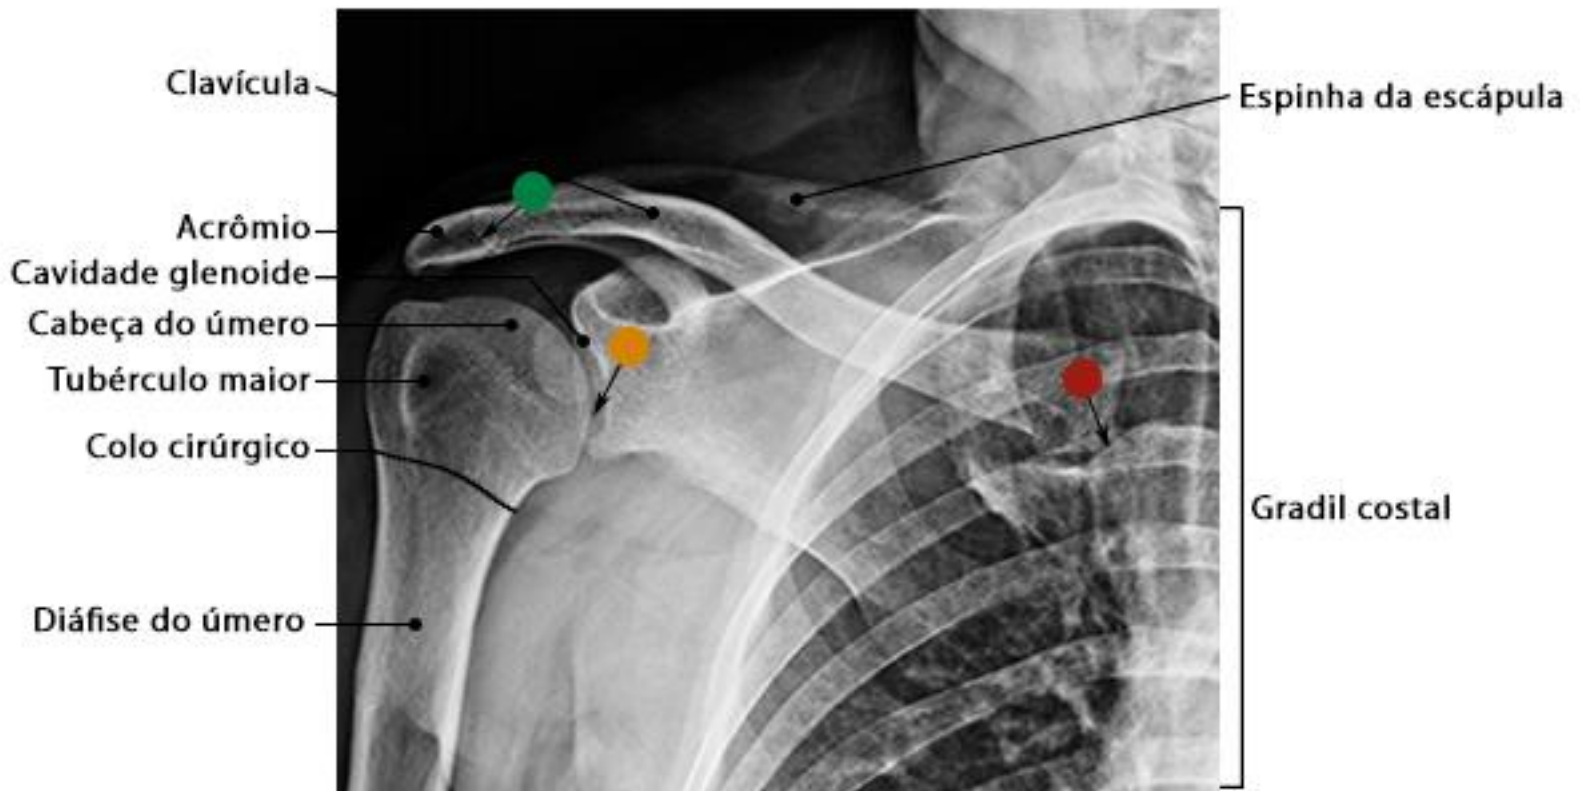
Radiografia do ombro com rotação lateral em incidência AP
